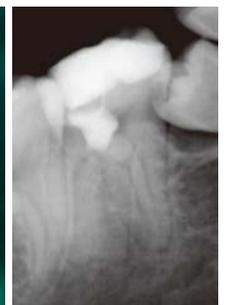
IRM インターミディエイトセメント (デンツプライ三金) にて充填
